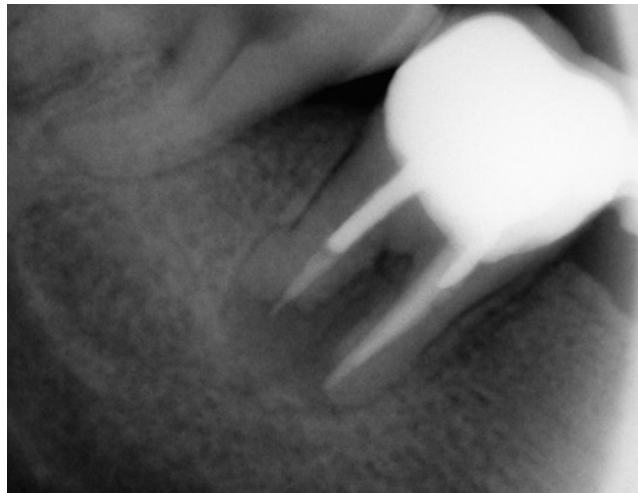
Radiografía inicial (2003)
